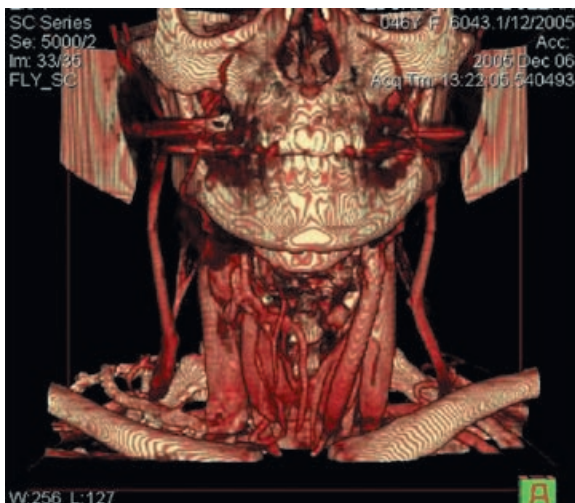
Chemodectoma – Angio view – CT. RT3D reconstruction.
